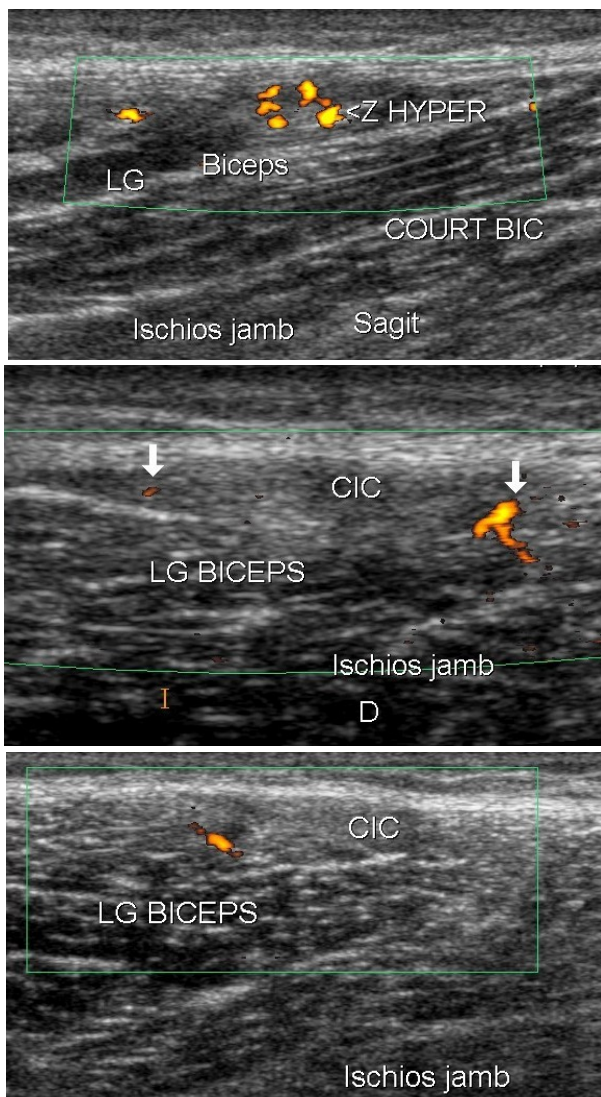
contrôles successifs d'une désinsertion distale du long biceps droit. A : 2 semaines après la survenue de la lésion, la vascularisation cicatricielle est importante. B : 15 jours plus tard, il persiste encore des vaisseaux au centre de la cicatrice. C : 1 semaine plus tard, seul un vaisseau est visible en périphérie de la cicatrice: cette cicatrisation est acquise d'un point de vue échographie, ce qui ne veut pas dire qu'elle est solide
